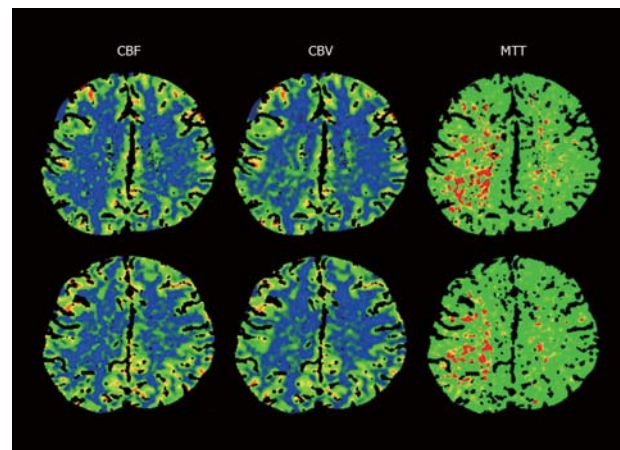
Perfusion CT (Day 9)
